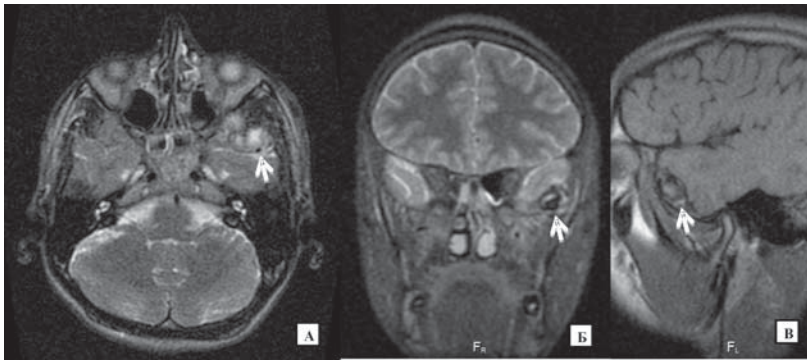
Пациент М., 21 год. Низкопольное МРТ головного мозга: а) T2 ВИ, б) T2 STIR и в) T1 ВИ
